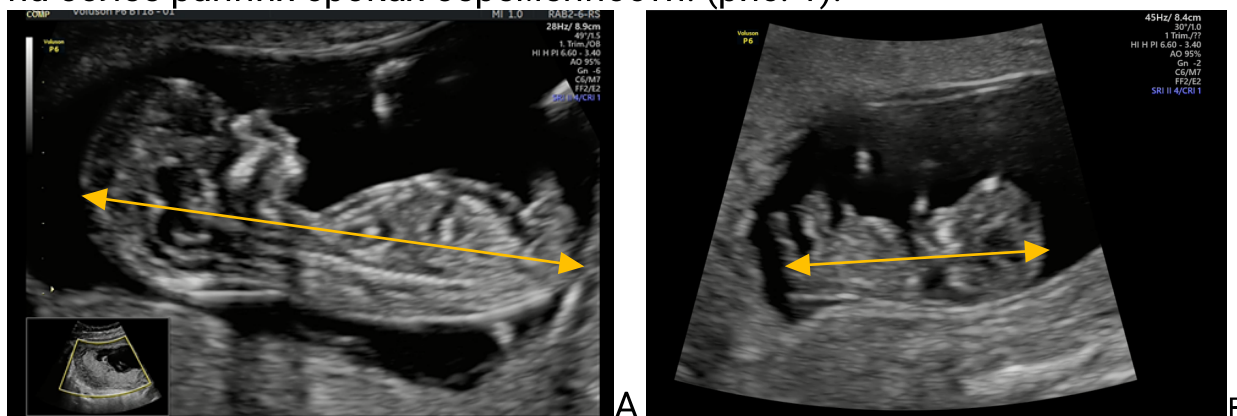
УЗИ плода 13+2 недель гестационного срока: А) стрелками указаны размеры КТР в норме (5-й) 60мм; Б) стрелками указаны размеры КТР ниже 5-й при высоком риске ХА (триплоидия).
